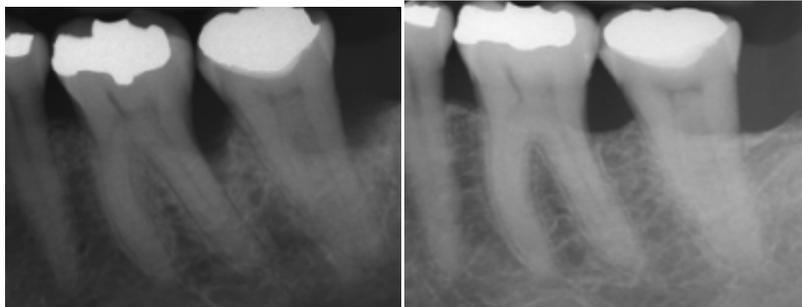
Radiographie montrant l'évolution du défaut osseux initial et sa complète résolution à 1 an après l'application d'EMD associé à la technique MIST.
